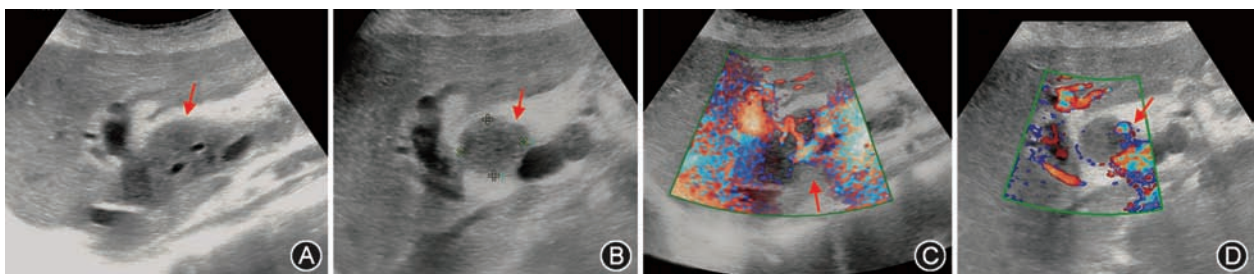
肝移植术后肝门部淋巴结肿大超声图像 患者男,51 岁,肝细胞癌原位全肝移植术后 2 个月;A、B:灰阶超声可见肝门部淋巴结肿大;C、D:彩色多普勒血流成像显示肿大淋巴结之间见血管穿行
